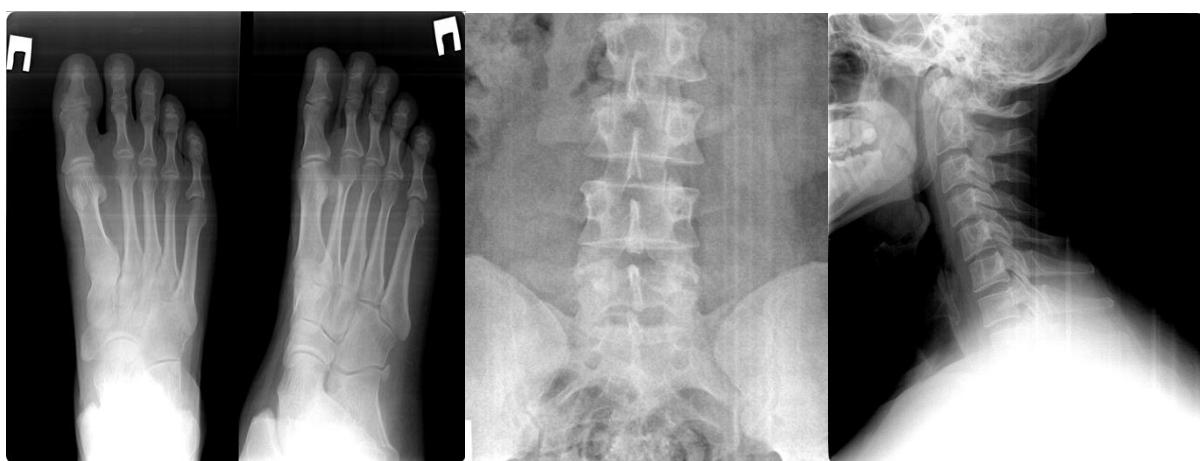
Рентгенограммы правой стопы, шейного и поясничного отделов позвоночника пациента Д.
